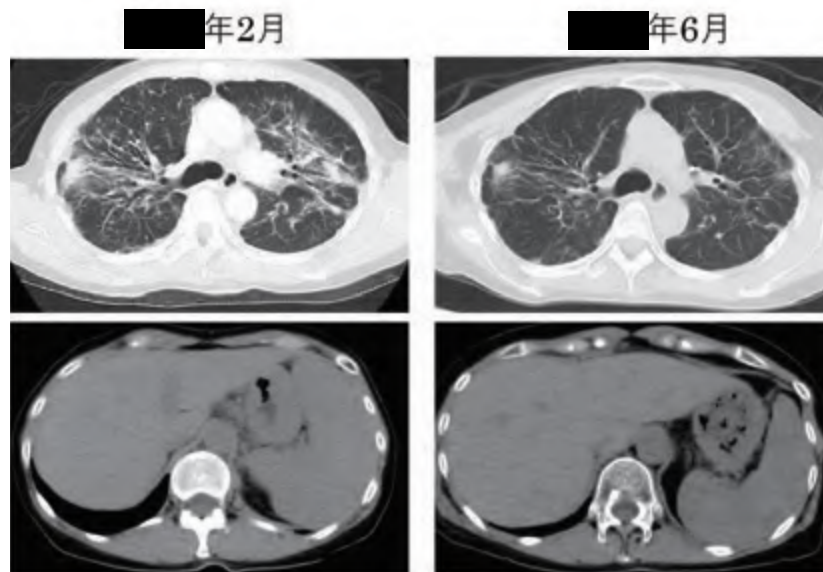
胸腹部CT画像における肺病変および脾腫の推移
